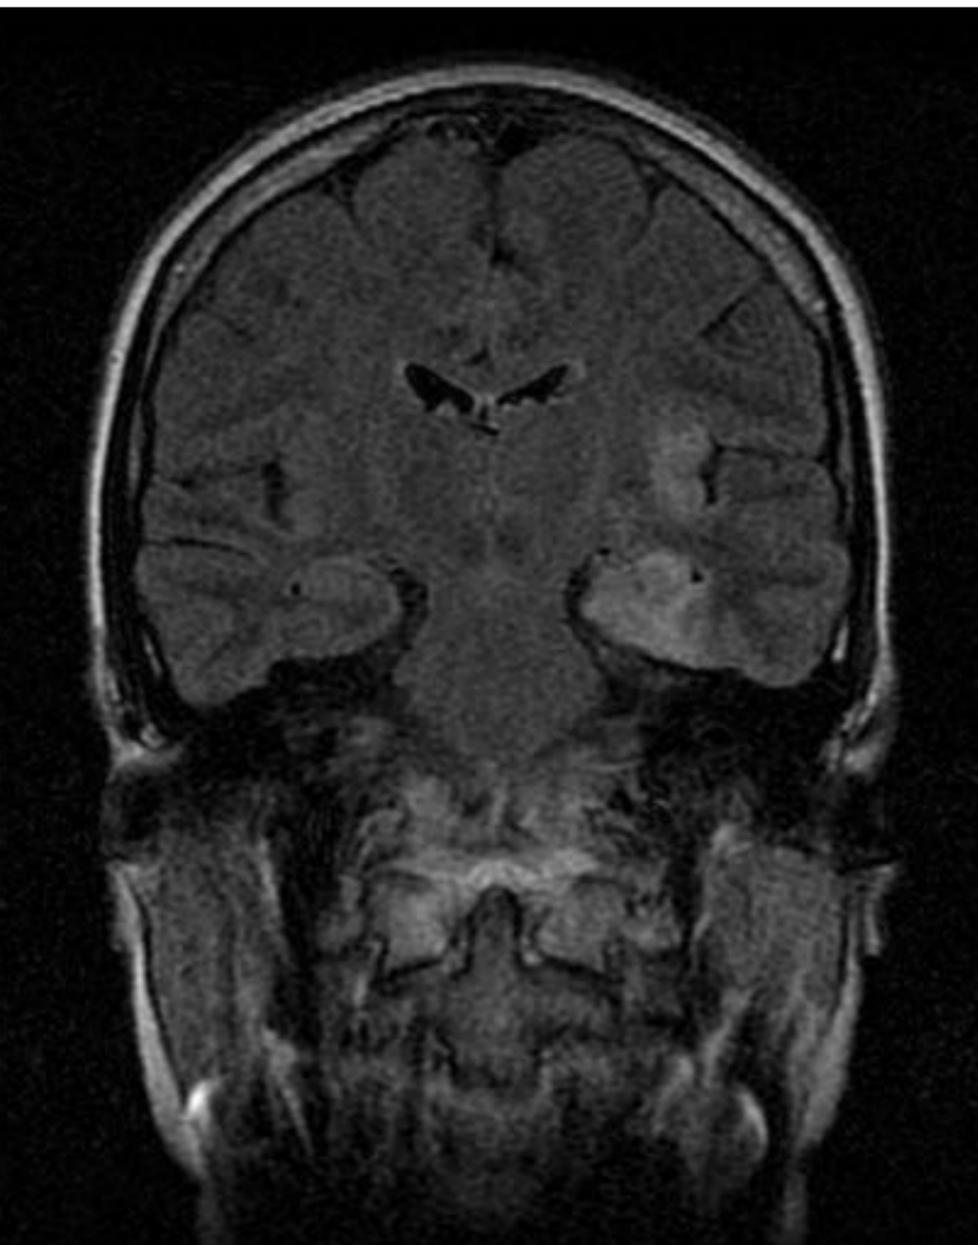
Coronal FLAIR. Se aprecia una hiperintensidad de señal en región insular, así como en el polo temporal, en relación con encefalitis límbica. Posteriormente se detectó una tumoración pulmonar.
